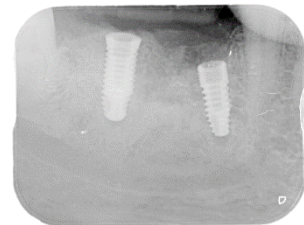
Radiografía periapical implante post-quemado.
